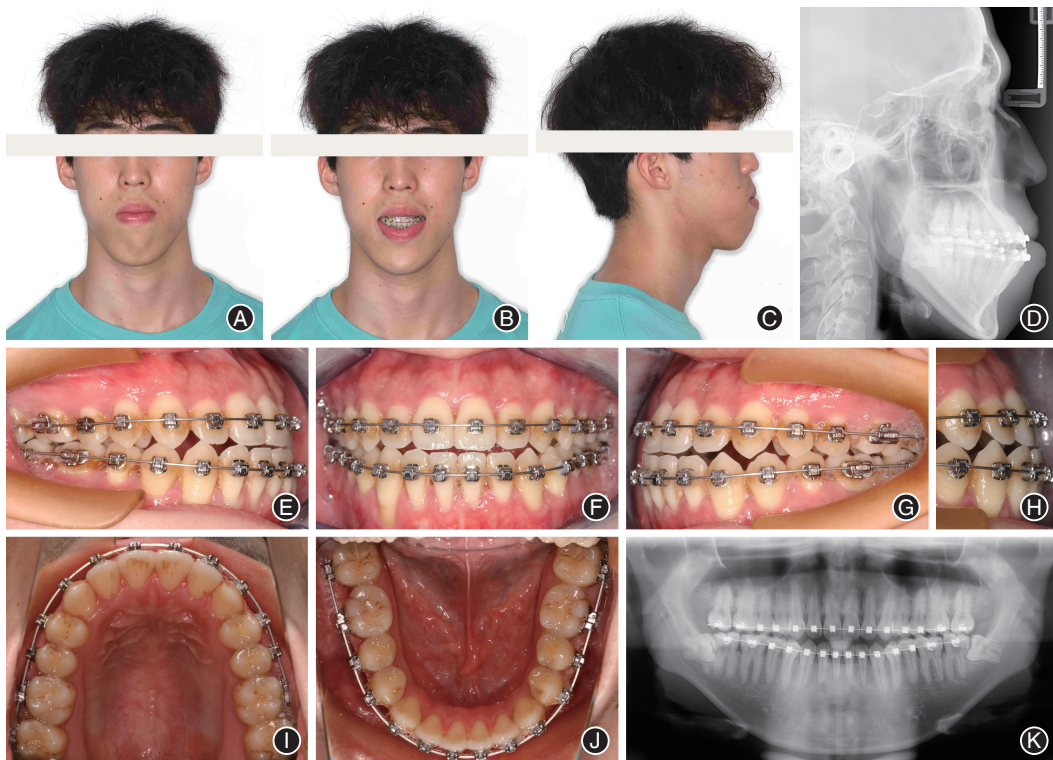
骨性Ⅲ类垂直生长型患者正颌术前临床资料 A:正面相;B:正面微笑相;C:侧面相;D:X线头颅侧位片;E:右侧口内相;F:正面口内相;G:左侧口内相;H:前牙覆殆、覆盖相;I:上颌口内相;J:下颌口内相;K:口腔全景曲面体层片。
